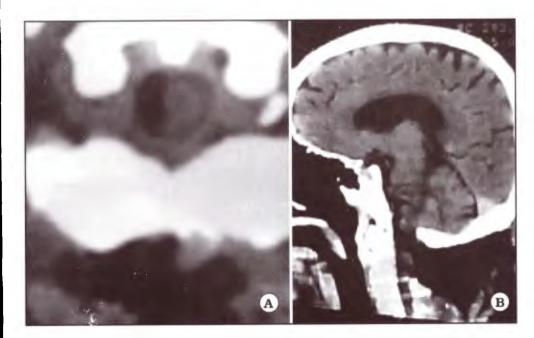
A TAC postoperatoria sin contraste, obtenida seis semanas después de la operación, mostrando al epiplón sobre la superficie lateral derecha de la médula oblongada, así como detrás del hueso occipital, en un paciente con ELA. B. TAC postoperatoria sin contraste, obtenida seis semanas después de la operación, mostrando la presencia de omento en la cisterna pontina, superficie lateral derecha de la unión bulbomedular, cisterna magna y detrás del hueso occipital, del mismo paciente con ELA.
